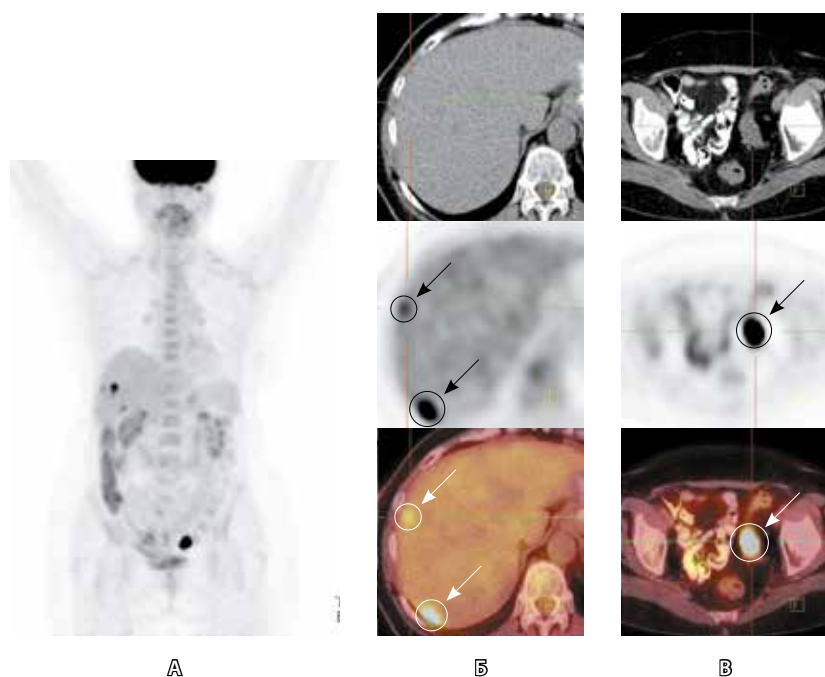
Первичная больная Г. 69 лет с новообразованием хориоидеи OS, стадия IIВ – Т3а. А – виртуальное 3D-изображение по данным позитронно-эмиссионной томографии (ПЭТ); Б, В (сверху вниз) – изображения, полученные в результате компьютерной томографии (КТ), ПЭТ и фузионированное ПЭТ/КТ изображение. Стрелками указаны выделенные окружностью патологические очаги гиперметаболической активности: Б – в неотчетливых гиподенсных образованиях, локализованных подкапсульно и в паренхиме печени (до 17×11 мм, SUVmax=10,9); В – в сигмовидной кишке (25×18 мм, SUVmax=50,8)
